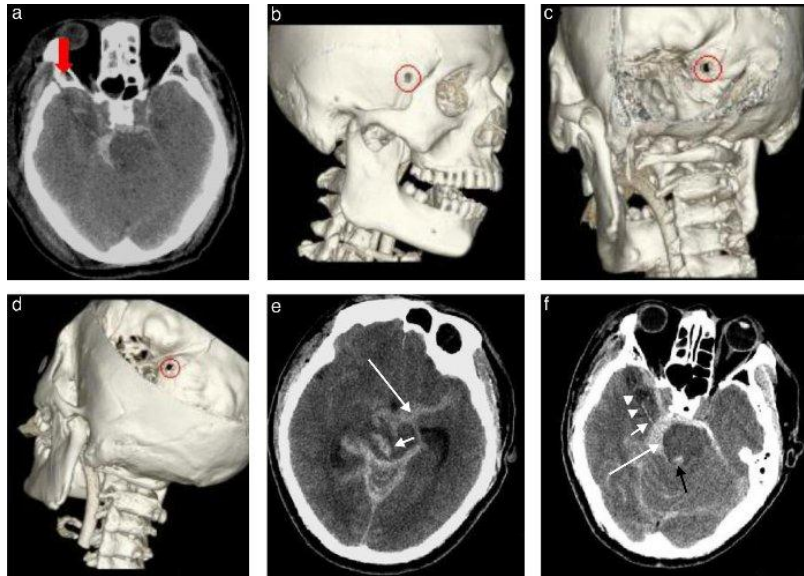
Tomografía Computarizada de cráneo simple.
